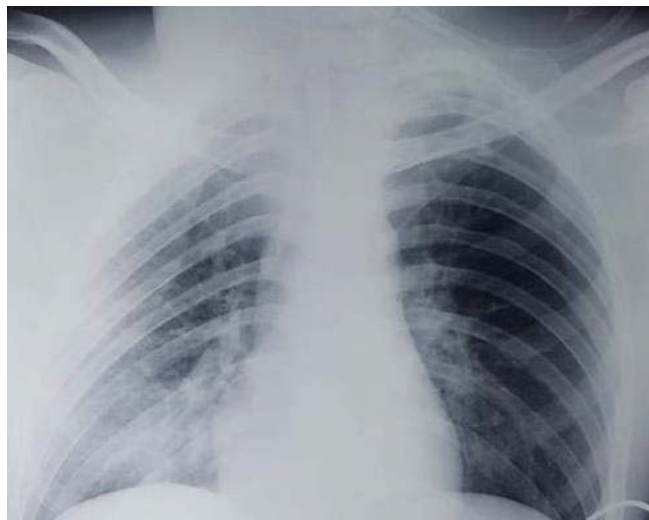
Radiographie thoracique de face montrant un foyer alvéolaire basithoracique droit
